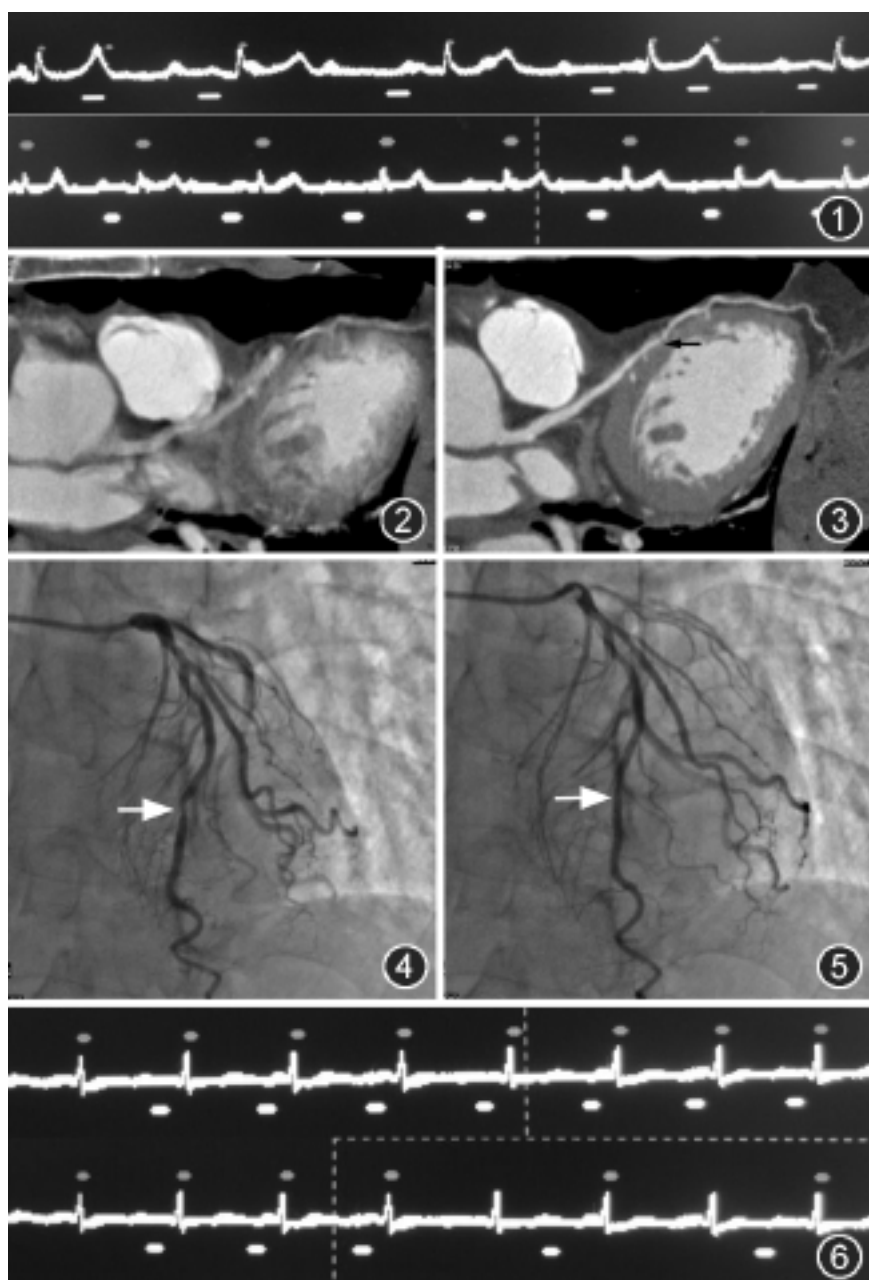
~5 78 岁,男。图 1 为心电信号编辑前,显示 2 个异位触发点位于高尖的 T 波上,去掉异位触发点后 R-R 间期规整,并见采集窗发生相应变化。图 2 为编辑前左侧冠状动脉前降支曲面重组(CPR)像,显示血管伪影严重(R-R 间期 75% 时相)。图 3 为编辑后 CPR 像显示冠状动脉图像质量优异,前降支中段见心肌桥(R-R 间期 75% 时相)。图 4,5 为冠状动脉导管造影,显示前降支中段心肌桥形成,于收缩期有重度狭窄(图 4 箭),舒张期管腔恢复正常(图 5 箭),与 64 层 CT 冠状动脉成像结果相符。图 6 58 岁,男。为心电信号编辑前,显示 2 个 R 波上的触发点缺失,添加触发点后 R-R 间期规整,并见采集窗发生相应变化。
